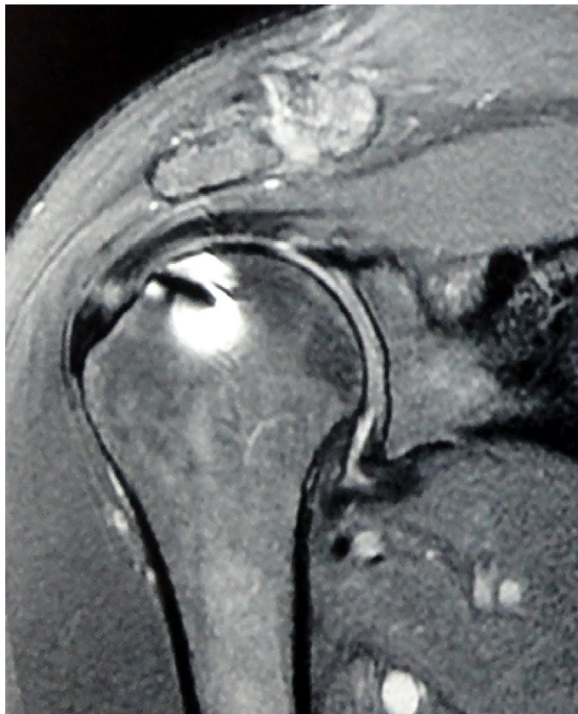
O mesmo caso da figura 7. A RM do pós-operatório de um ano mostra o tendão do supraespal cicatrizado.
